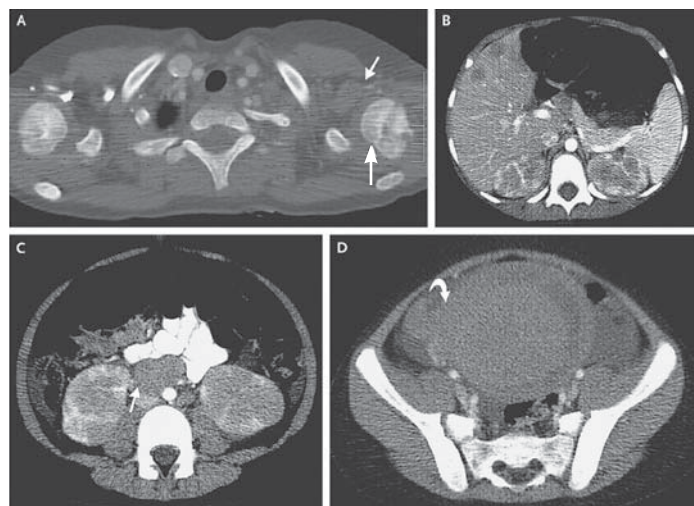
КТ грудной клетки и брюшной полости с контрастом
